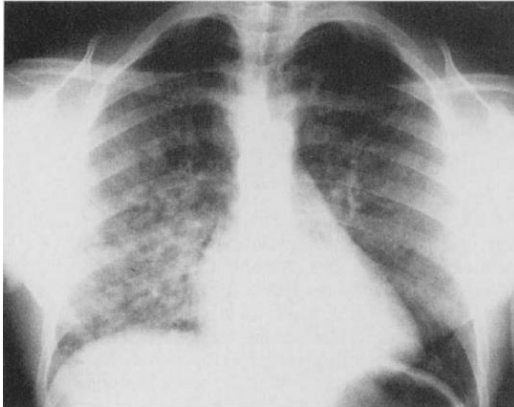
Radiographie du premier Marine admis, présentant une Infiltration tachetée sur le Poumon droit
